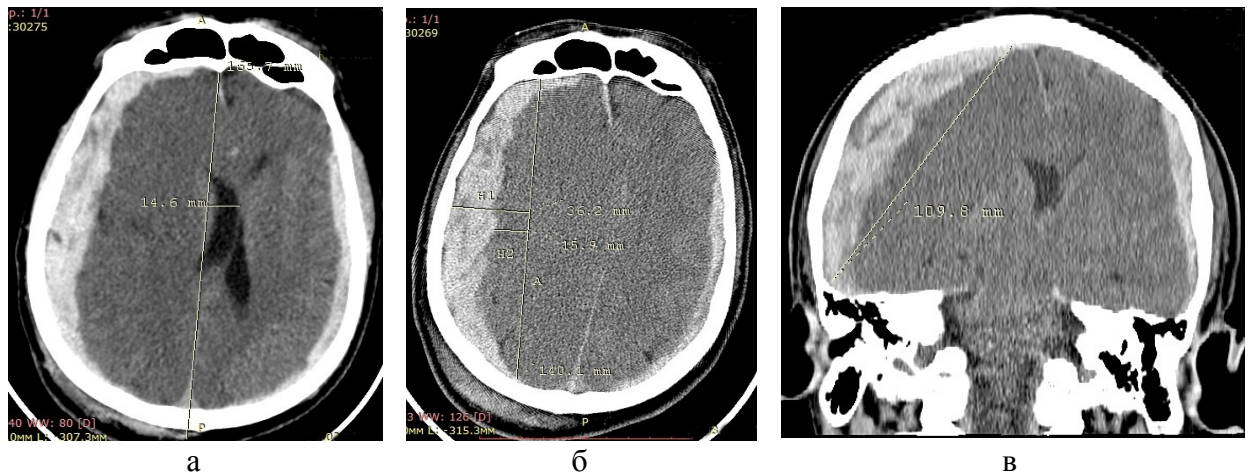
СКТ-морфометрия головного мозга пострадавшего 3., 50 лет, с тяжелой ЧМТ и субдуральной гематомой слева объемом 110 мм³ в аксиальной (а, б) и фронтальной (в) проекциях. Индекс поперечного смещения мозга равен 9,5
